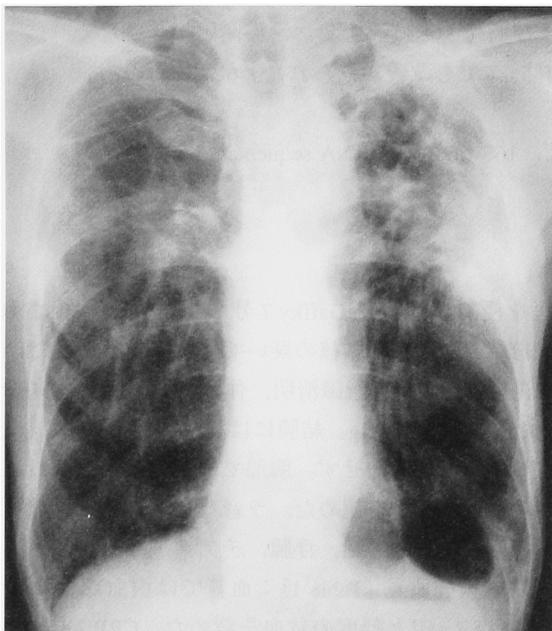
Chest radiograph on admission shows lung hyperinflation and depressed diaphragms. Infiltrative shadows are seen in the both upper lung fields.
